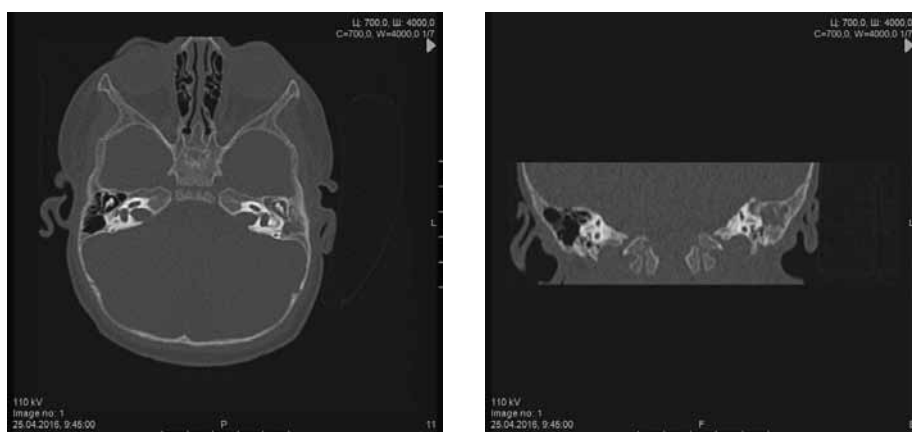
КТ височных костей ребенка 8 месяцев после курса неэффективного консервативного лечения одностороннего экссудативного среднего отита.
